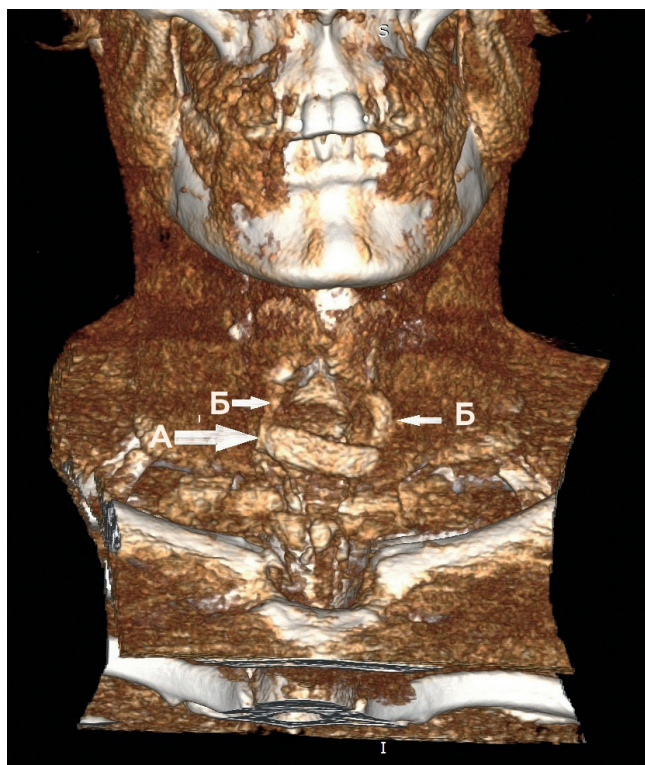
МСКТ органов шеи
